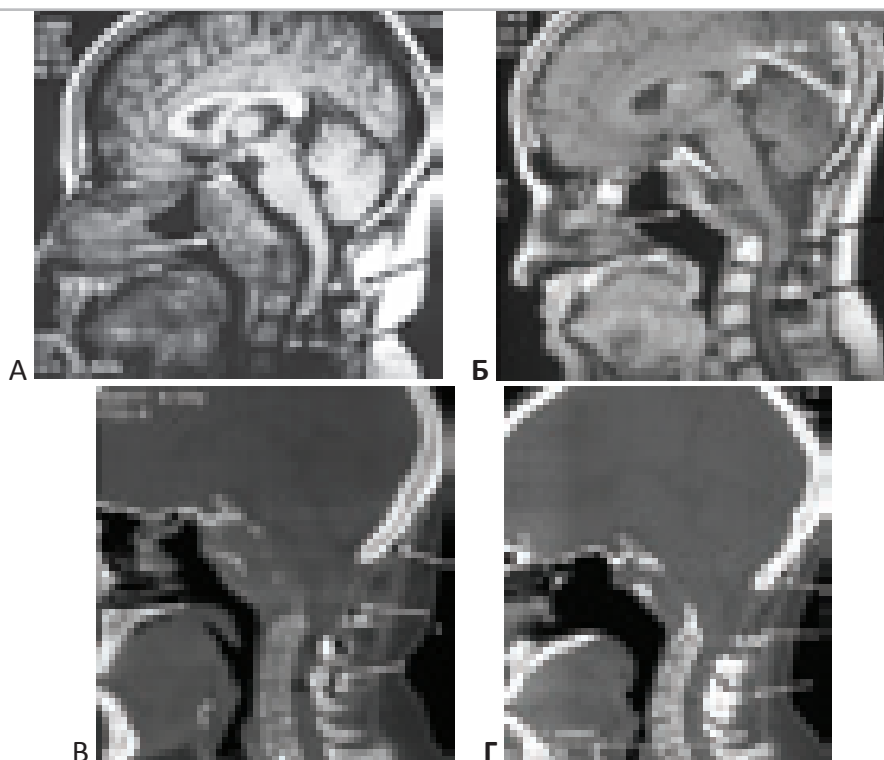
МРТ и СКТ больной через 3 месяца и 3 года после операции – сочетанного трансназального и трансорального удаления гигантской хордомы основания черепа с предварительным окципитоспондилодезом. “А” – МРТ (Т1-режим) через 3 месяца после операции, “Б” – через 3 года после операции. Область послеоперационных изменений обозначена белой стрелкой. Чёрные стрелки указывают на стабилизирующую систему (артефакты от металлоконструкции). “В” – СКТ в “костном” режиме через 3 месяца, “Г” – через 3 года после операции. Белые стрелки указывают на стабилизирующую систему.
